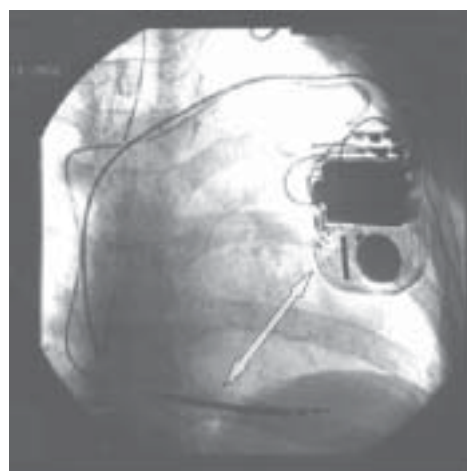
Рентгенограмма грудной клетки в прямой проекции, пациента с современным двухкамерным ИКД. Электроды установлены в правом предсердии и правом желудочке. Электрический разряд производится между корпусом прибора и металлической спиралью на поверхности электрода в правом желудочке.
